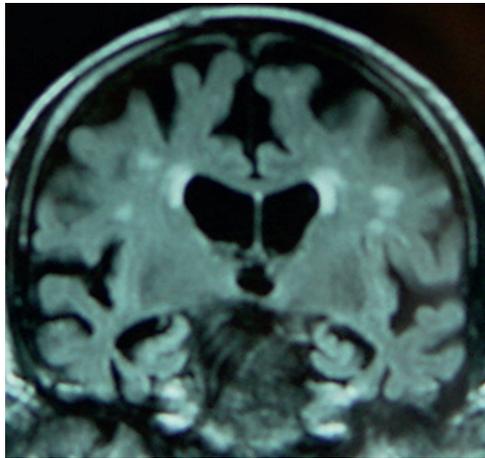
Atrophie hippocampique, néocortical diffuse et leucoencéphalopathie vasculaire modérée en séquence IRM FLAIR, coupe coronale – compatible avec le diagnostic de maladie d'Alzheimer à composante cérébrovasculaire.
